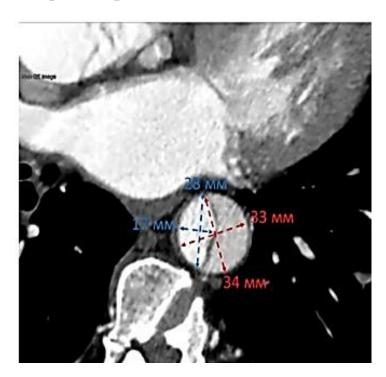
Мультиспиральная компьютерная томография при расслоении аорты. Аксиальный срез нисходящей аорты на уровне левого предсердия. Планиметрическое измерение размеров истинного канала (синие линии) и общего просвета аорты (красные линии)
